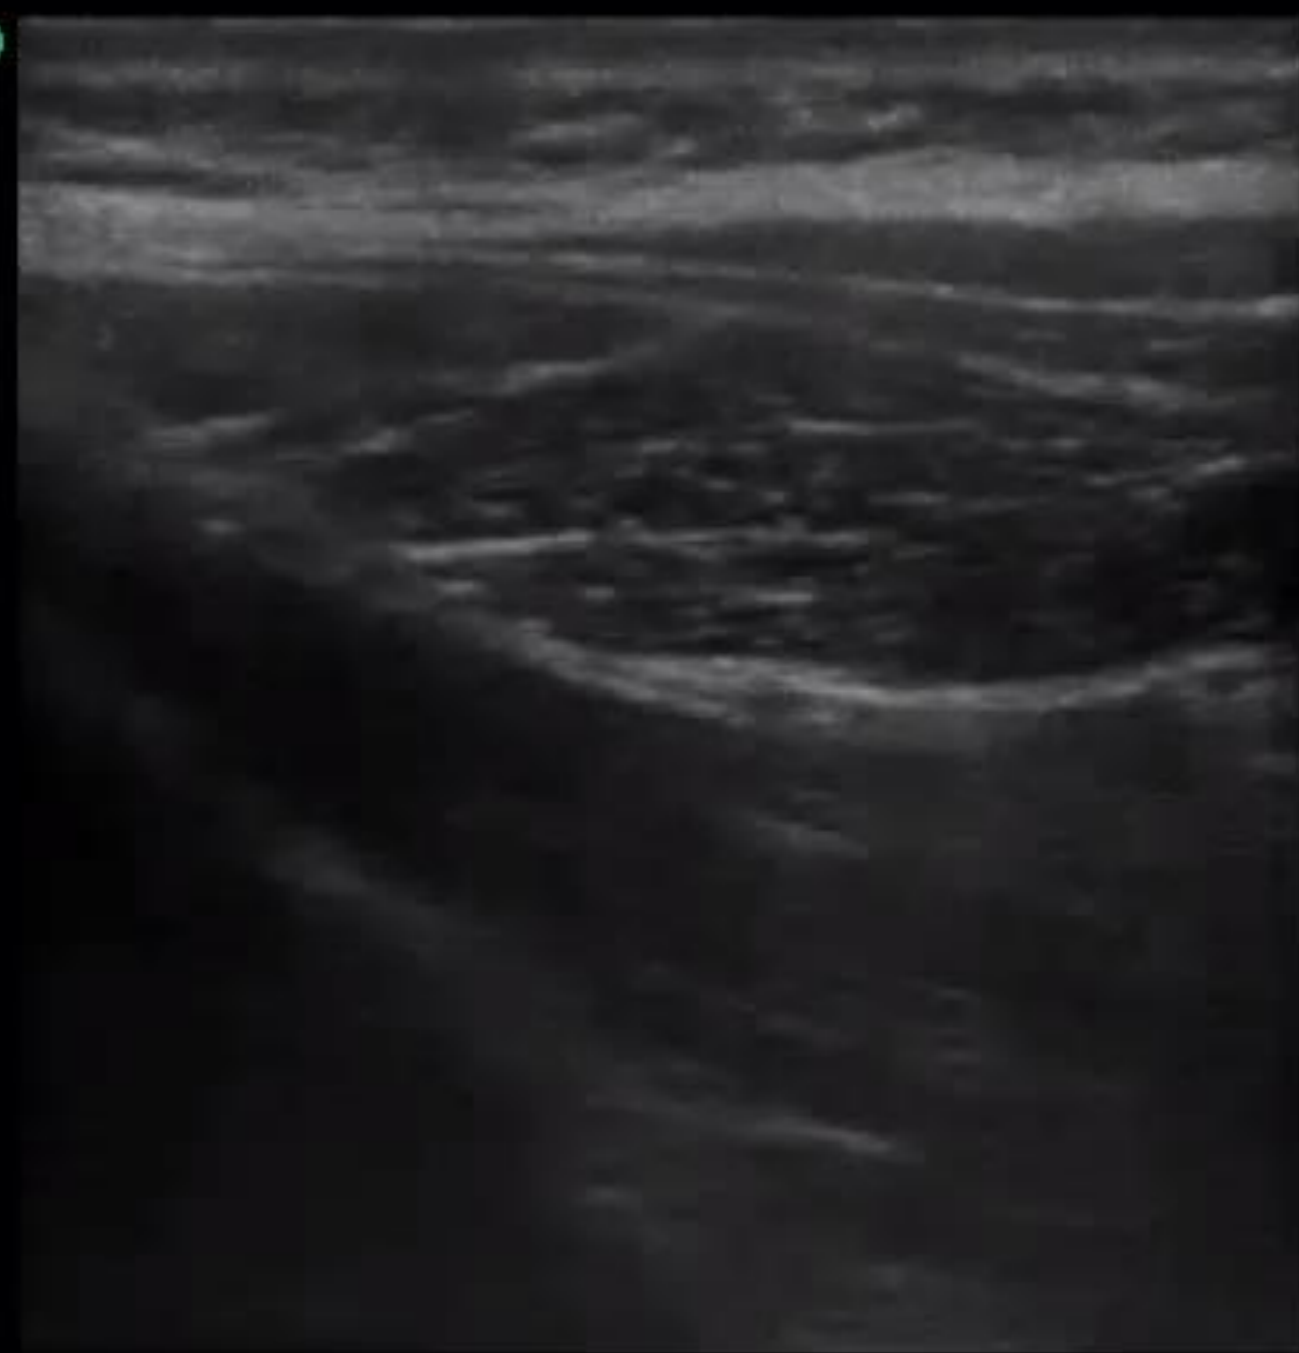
Ultrasound image in a living subject according to transducer position 2 in Figure 1. 1, Obliquus capitis inferior muscle; BONE, lamina of C2; GON, greater occipital nerve; VA, vertebral artery with Doppler signal inside.
